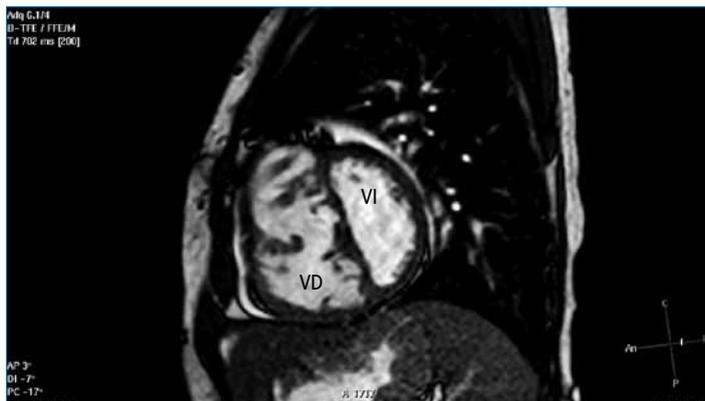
Cardio RM, secuencia de SSFP (cine, sangre blanca). Eje corto, telediástole. Paciente con HAP severa idiopática. Nótese la dilatación e hipertrofia del VD, con aplanamiento del septo interventricular y la presencia de derrame pericárdico.
